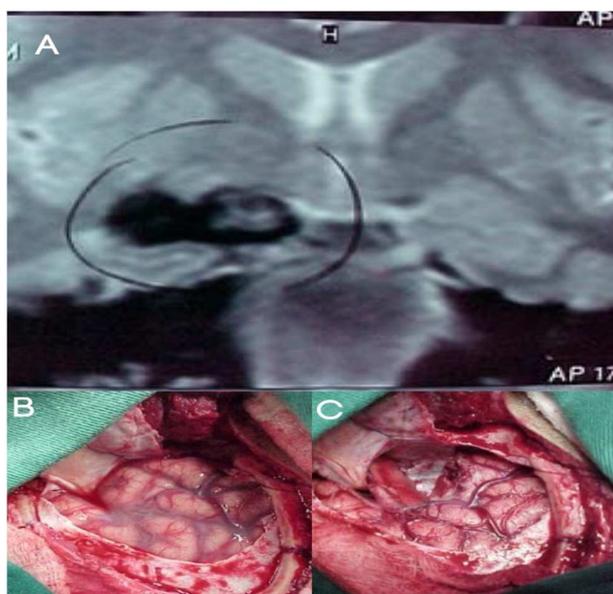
A- Cavernoma em região temporal direita identificado ao exame de RM. B- Craniotomia e abertura da Dura-Mater e visualização da lesão. C- Exerese da lesão.
